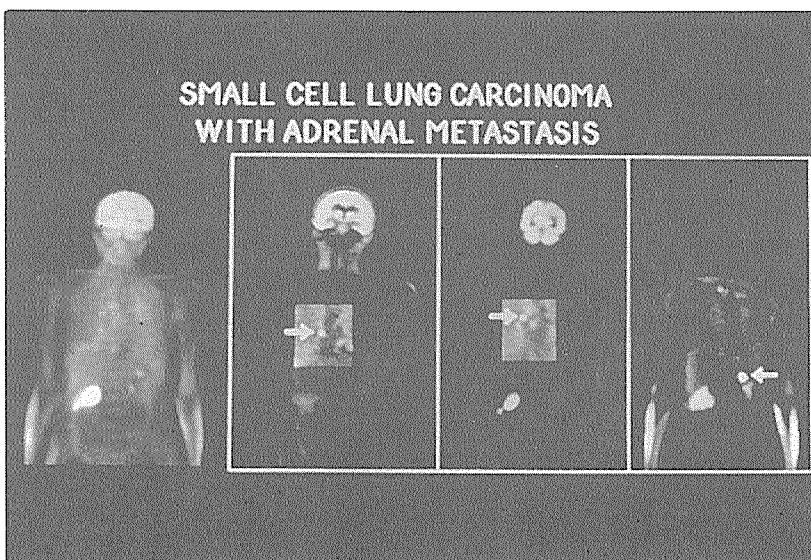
부신에 전이가 있는 폐암환자의 ^{18}FDG PET 소견. 전신 PET의 영상에서 폐와 왼쪽 부신의 종양에서 FDG 섭취가 증가되어 있다 (화살표)
